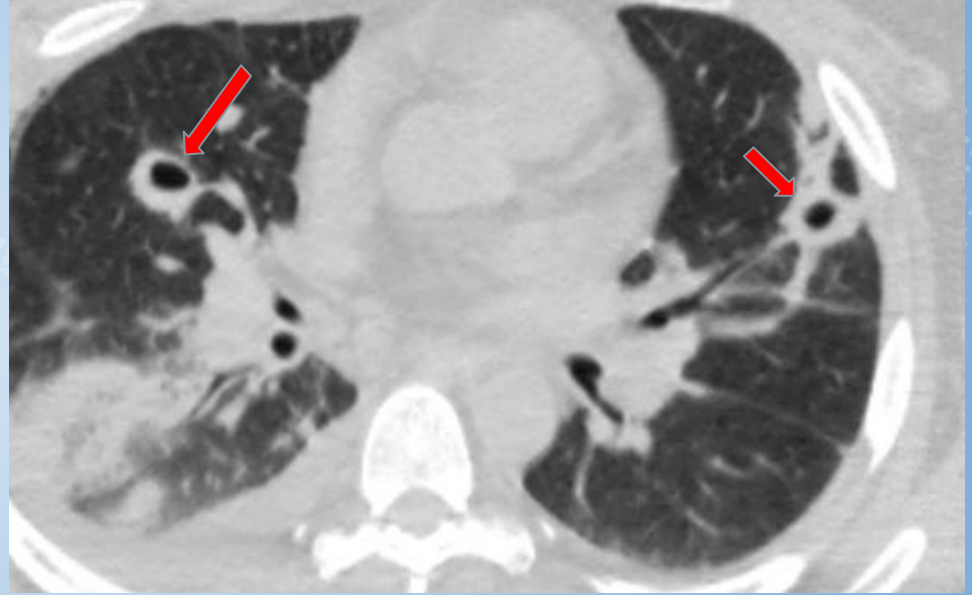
Impactos sépticos. Tomografía de tórax ventana parenquimatosa: múltiples imágenes cavitadas de paredes gruesas en ambos parénquimas pulmonares (flechas rojas).
